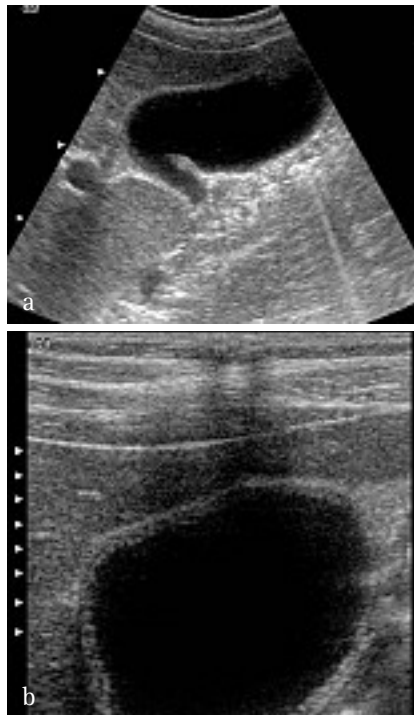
Paroi vésiculaire normale, aspect échographique avec sonde de basse 3,5 MHz (a) et de haute 7,5 MHz (b) fréquence
